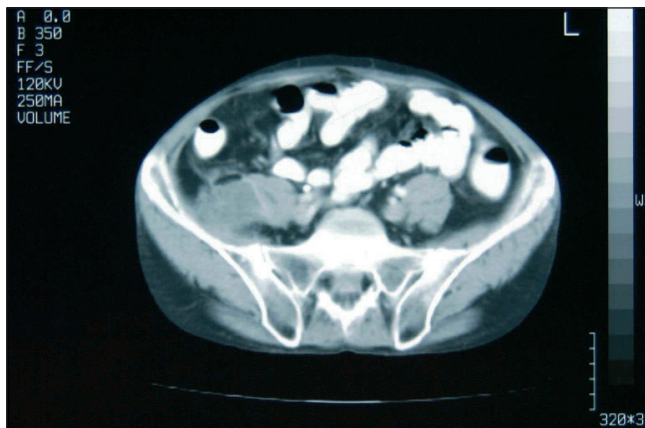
TAC abdómino-pélvico: absceso de psoas con gas en su interior.
